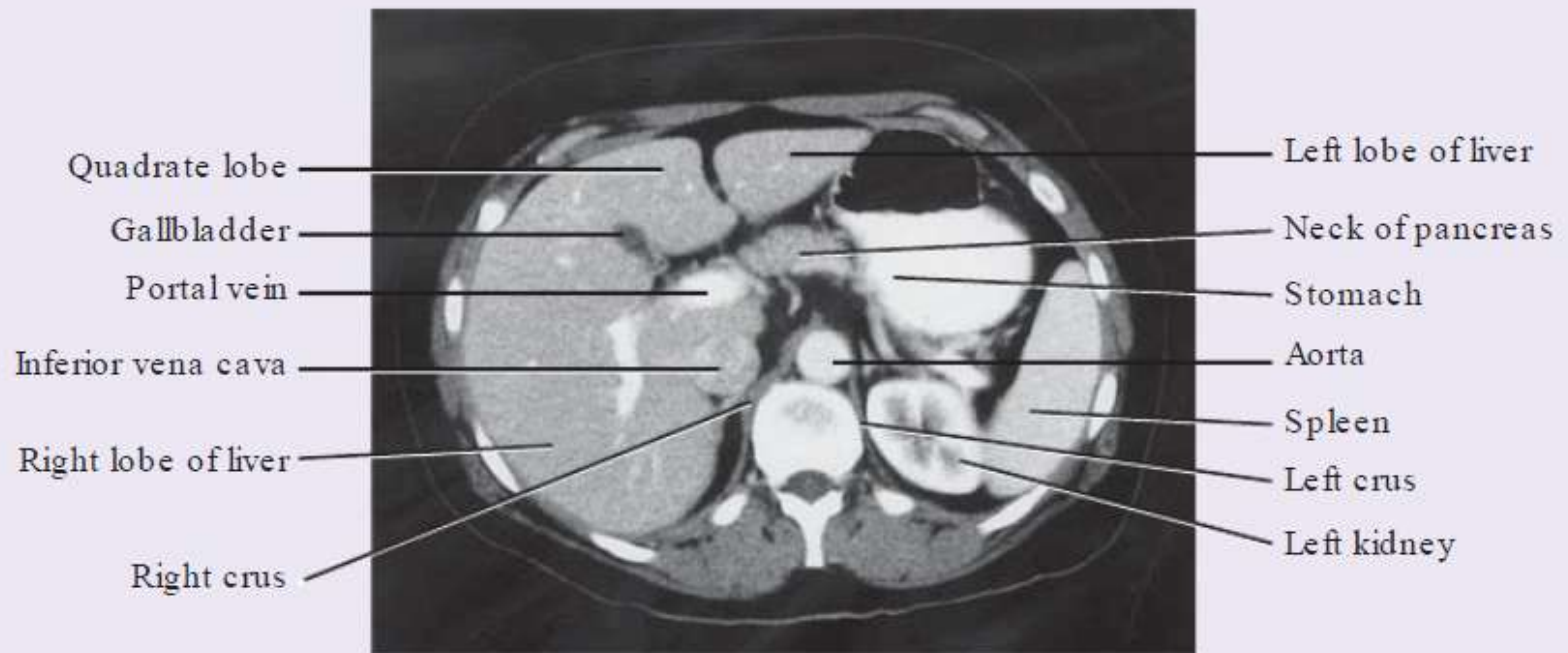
Abdominal computed tomogram, with contrast, in the axial plane, showing the visceral surface of the liver.
